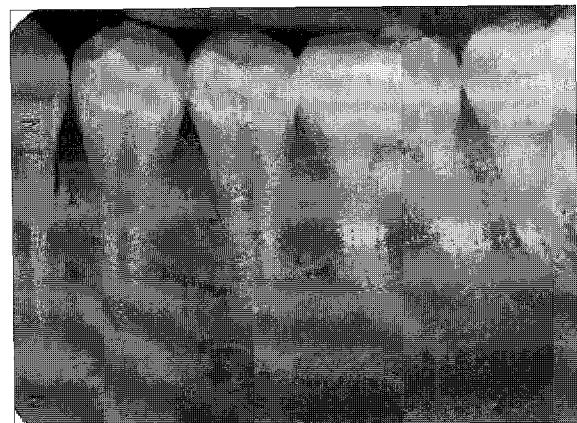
Mid-treatment radiograph of #35. It is shown normal root formation
